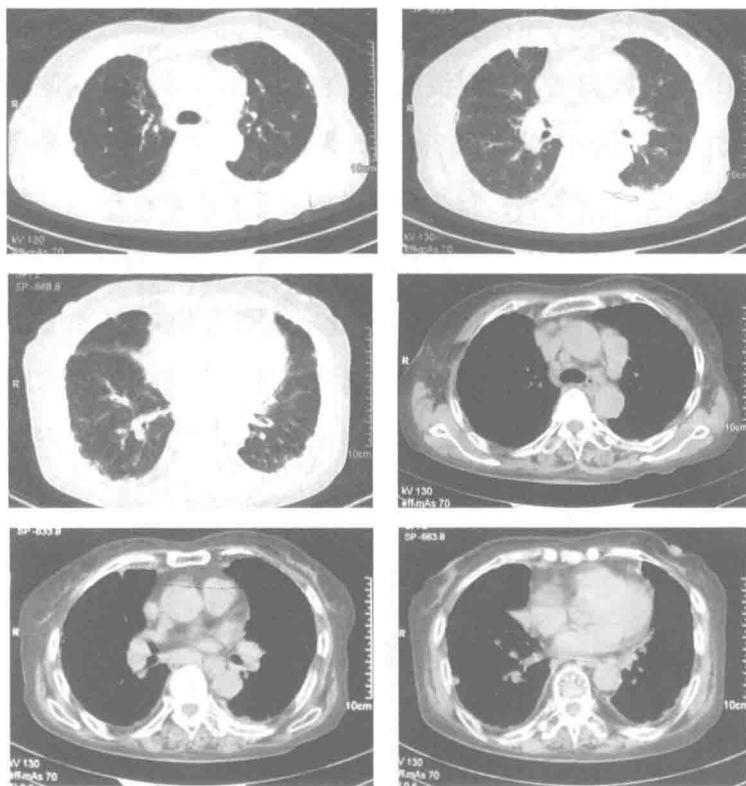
胸部 CT：双侧胸膜下结节较前增多，肺门纵隔淋巴结较前增大
